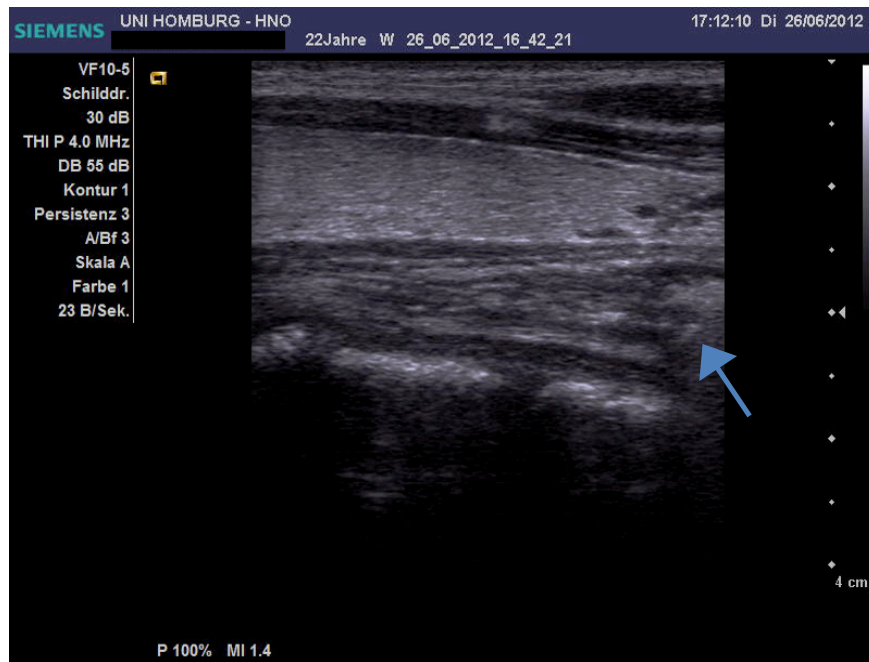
Darstellung des Ösophaguslängsschnitts. Austritt des Speichelbolus (Pfeil) im sonographisch einsehbaren Bereich. Im linken Bildrand erkennt man bereits die erneute Kontraktion des zuvor dilatierten, kranialen Ösophagusabschnitts.
